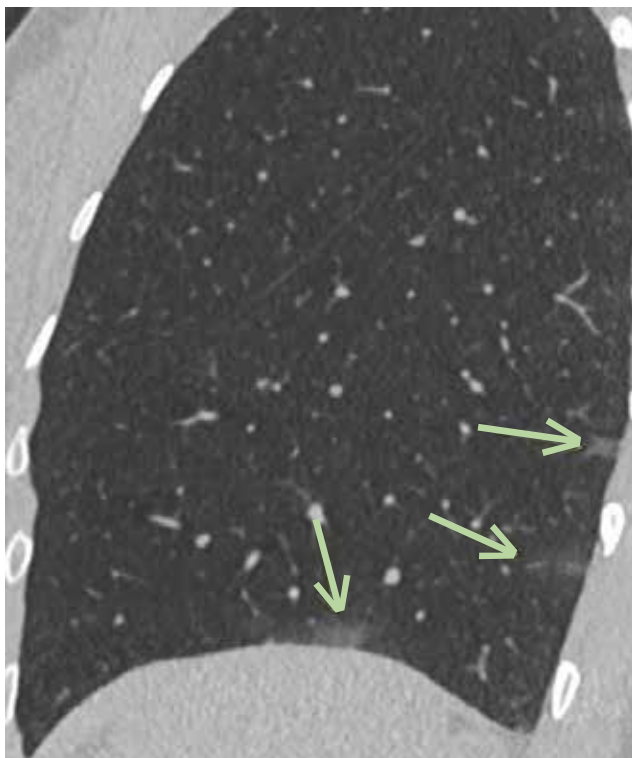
Coupe CT sagittale illustrant la distribution périphérique et décline des infiltrats (flèches)
